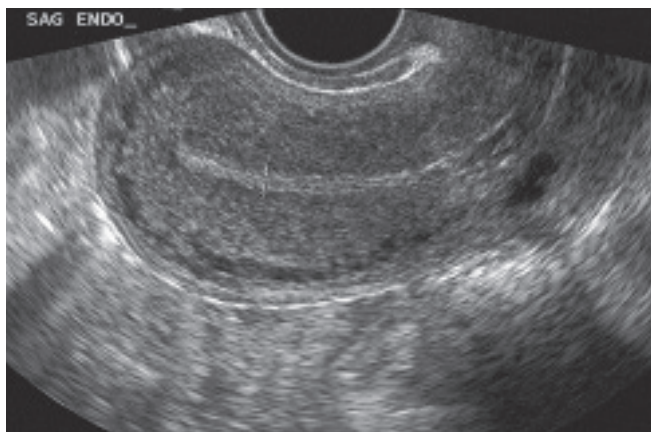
Ecografía transvaginal de un endometrio proliferativo trilaminar característico en el plano sagital. Los calibradores exhiben el espesor de la "doble capa" marcada por líneas hiperecoicas e hipoecoicas alternadas.
